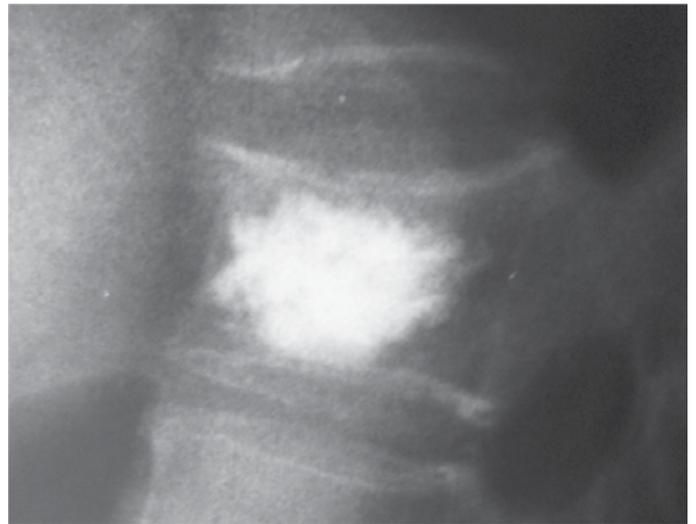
Radiografía Postop Sagital.
